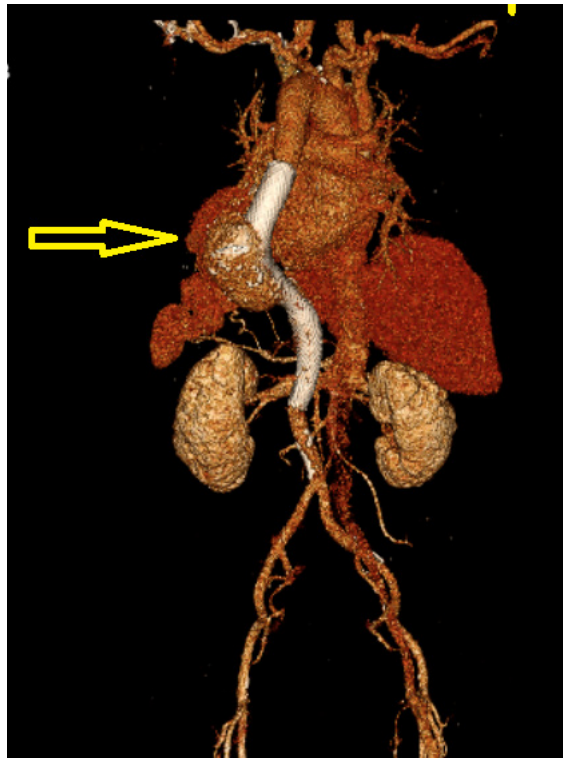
Six months after CMFM implantation, CT scan showed that the flow in the aneurysm and overstented branch arteries were preserved.
